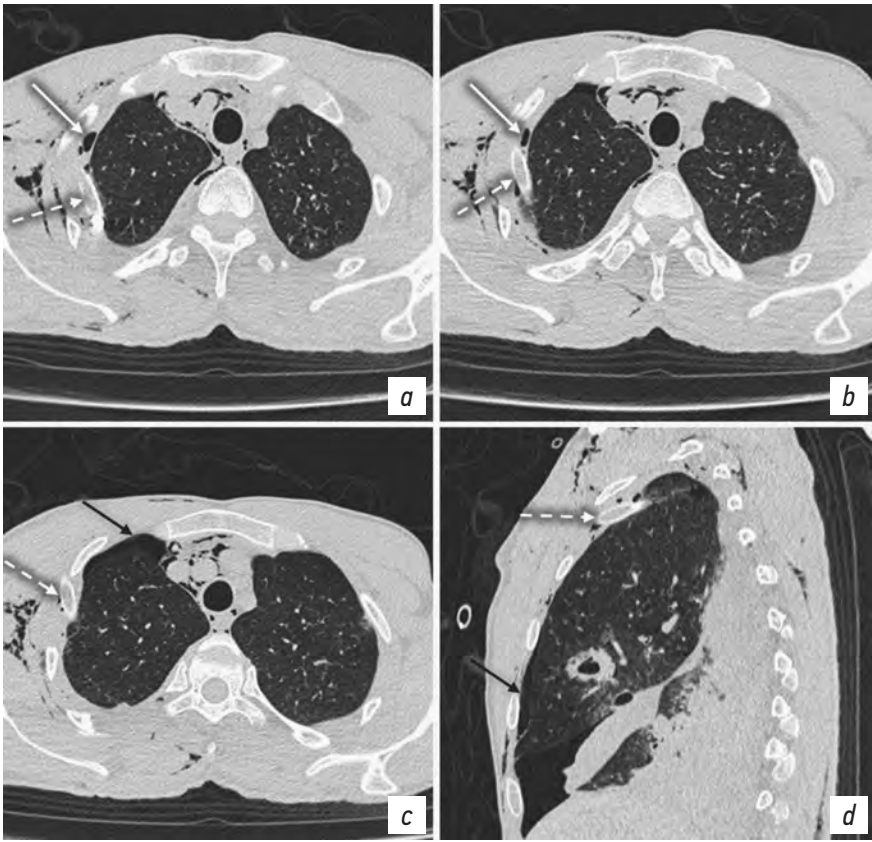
Пациент Т. КТ органов груди: *a–c* — аксиальная плоскость на разных уровнях в краниокаудальном направлении; *d* — сагиттальная плоскость, правый гемиторакс. Правосторонний пневмоторакс (черные стрелки). Пневмомедиастинум. Эмфизема ЭПП справа (белые стрелки) с дренажной трубкой (пунктирные стрелки).
